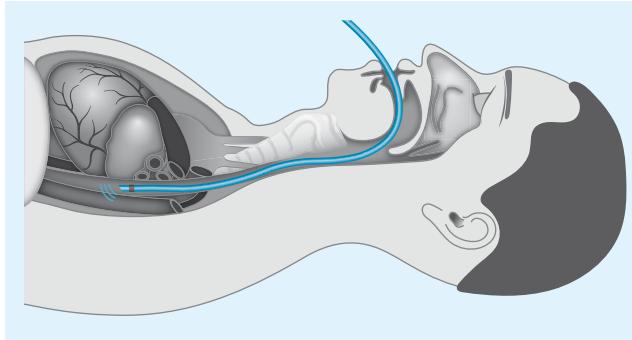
Positionierung der Ösophagusdopplersonde. Nach Einführen der Ösophagusdopplersonde sollte sich beim Erwachsenen in ca. 35–40 cm Tiefe die typische Flusskurve der Aorta descendens darstellen. Die Sondenpositionierung muss nun mittels vorsichtiger Bewegungen optimiert werden. Das Ziel sollte eine klar begrenzte Kontur der Kurve bei einem deutlichen, scharfen Flusgeräusch sein
